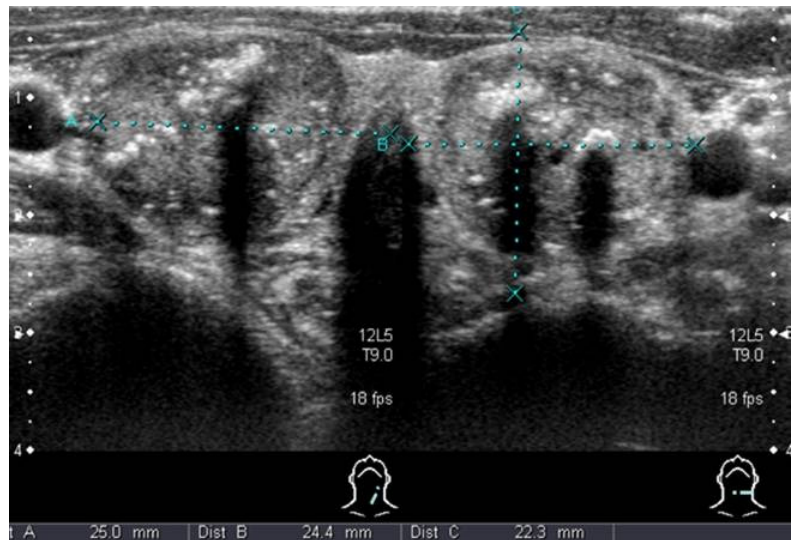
甲狀腺超音波檢查顯示為典型的甲狀腺癌變化。
